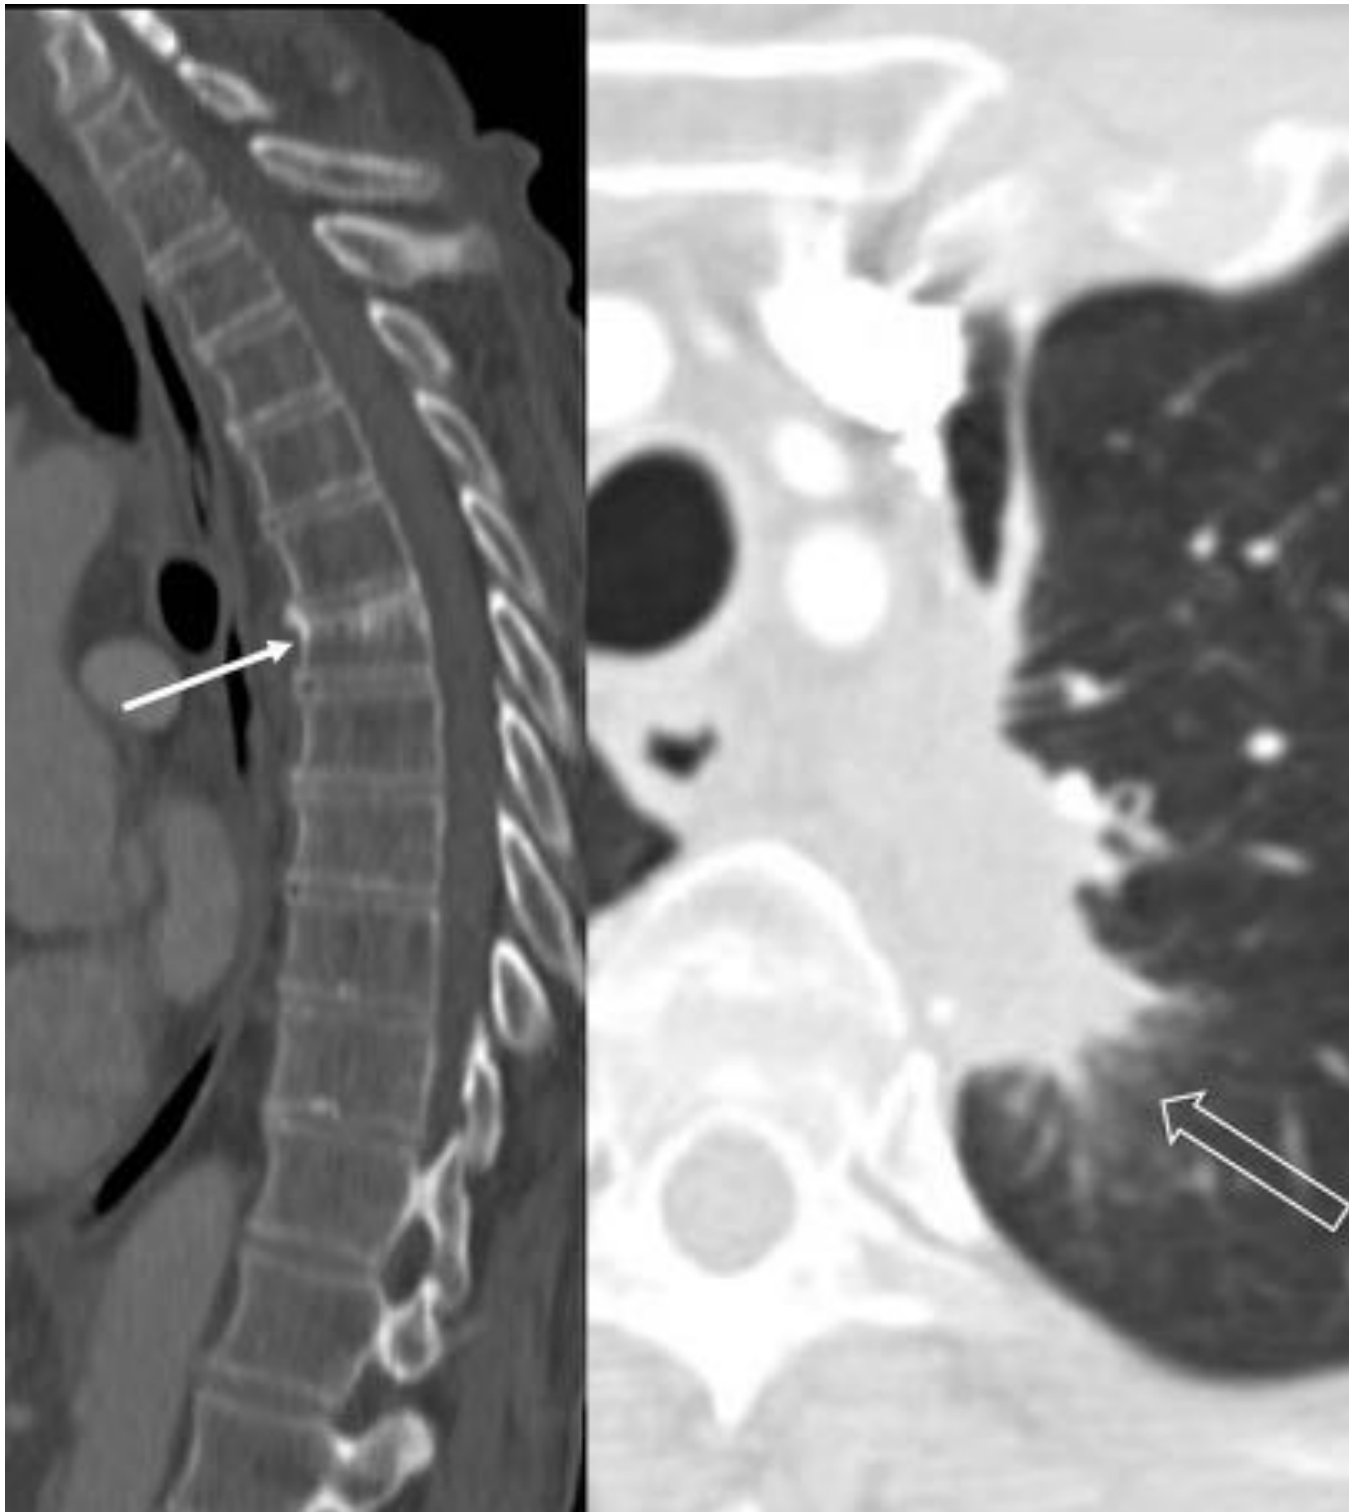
Reconstrucción sagital TC (imagen de la izquierda), varón 58 años con fractura por fragilidad del cuerpo T6 (flecha sólida), que se interpretó como osteoporótica. Corte axial TC, ventana de pulmón, con masa paramediastínica espiculada en el mismo paciente confirmada como carcinoma broncogénico. Ante la aparición de nuevas fracturas vertebrales en controles posteriores, se biopsió una vértebra, con resultado de metástasis. Recuérdese: fracturas aisladas por encima de T7, sospechosas de malignidad
